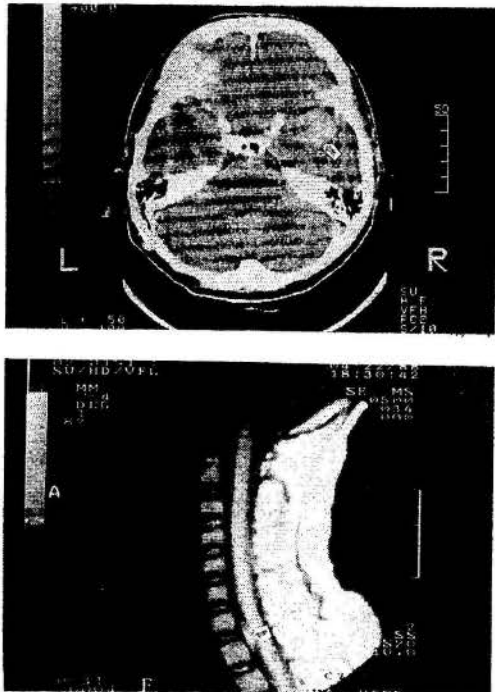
上段: 頭部 CT (矢印は右側頭葉の転移巣を示す)
